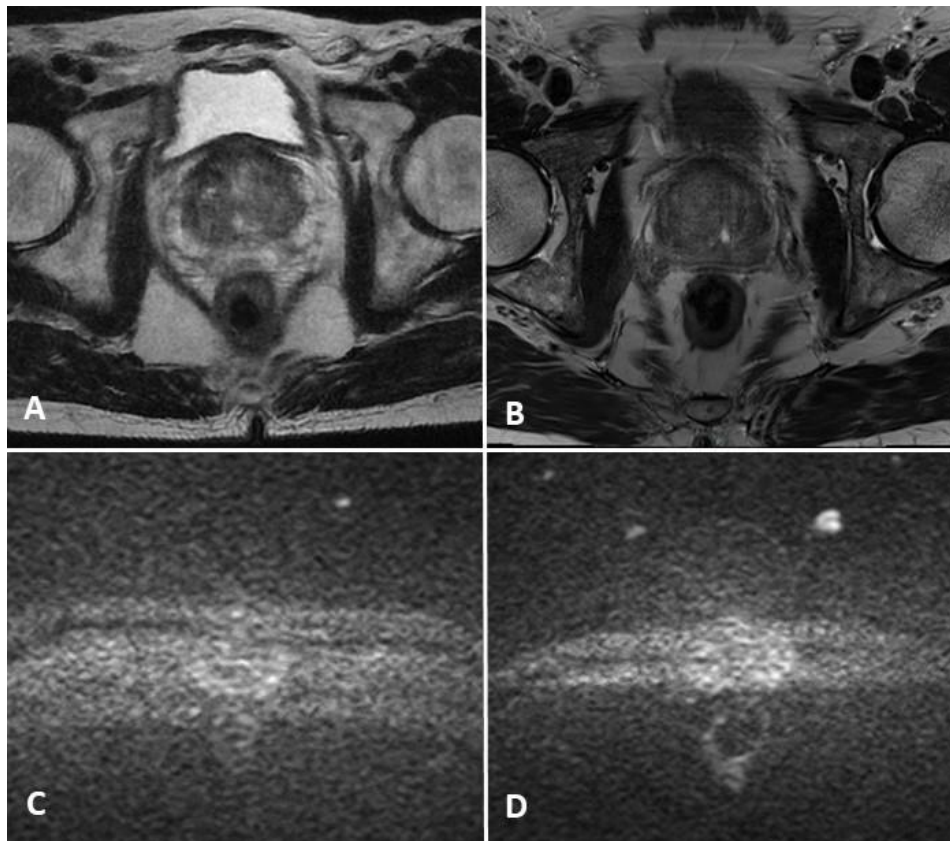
Coupes axiales IRM centrées sur la prostate :
